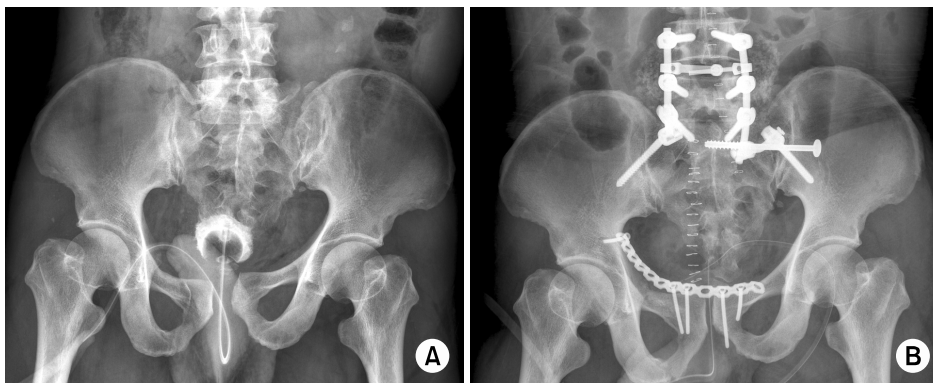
(A) Initial pelvis antero-posterior image of a 47-year-old male showing pelvic ring injury with sacroiliac joint fracture and dislocation and symphysis pubis diastasis. (B) Postoperative radiograph demonstrating the protruded screw at left pubis.
